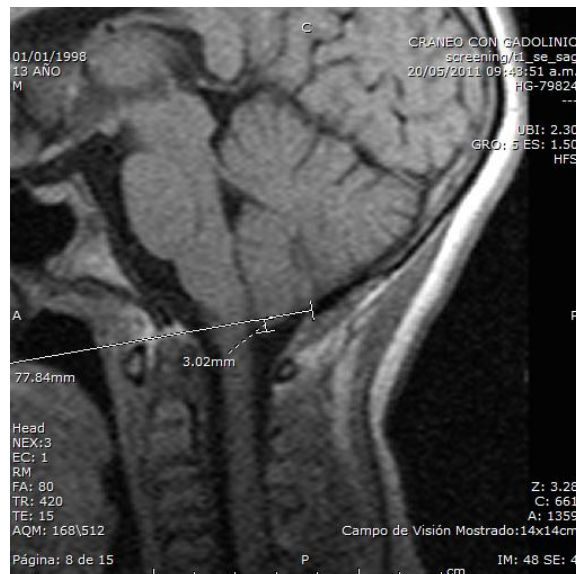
RM de cráneo ponderada en T1, en corte sagital de paciente masculino de 13 años de edad, sin evidencia de alteración estructural, dónde se observa posición de las amígdalas cerebelosas a 3 mm de la línea de Chamberlain.
